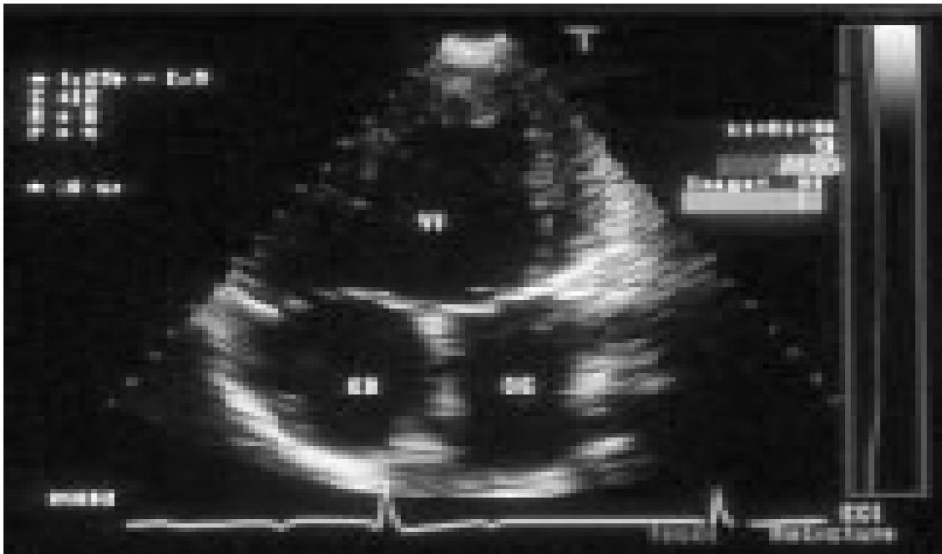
Aspect échographique du ventricule unique.
